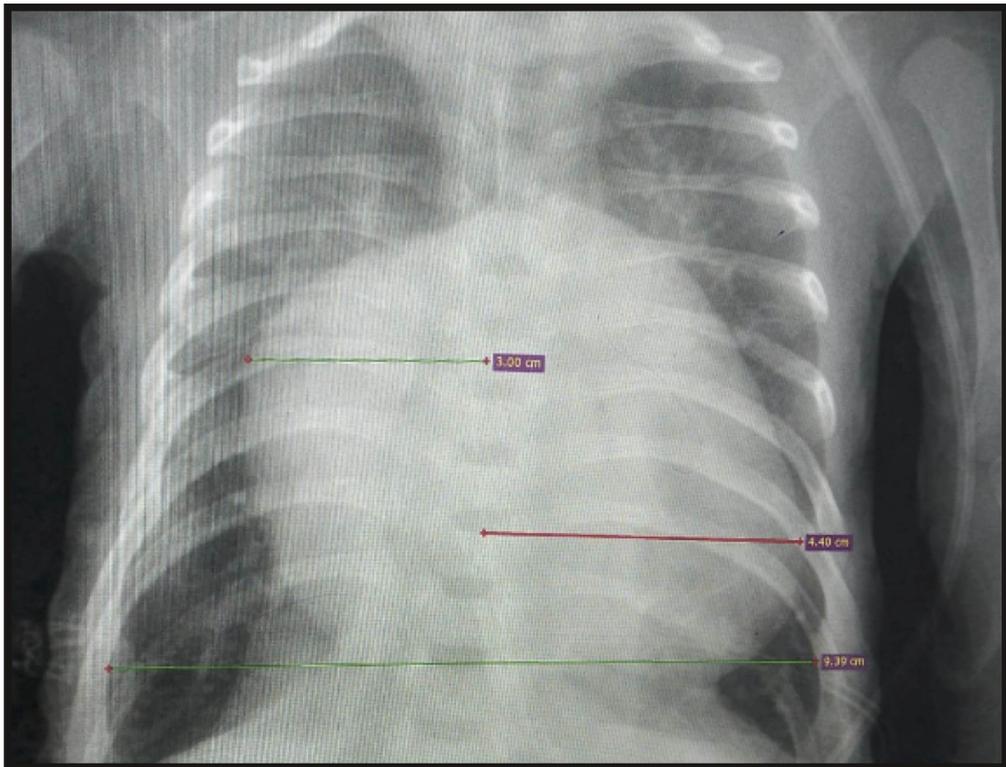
Radiografía de tórax muestra cardiomegalia (índice cardiorácico 0.8)
